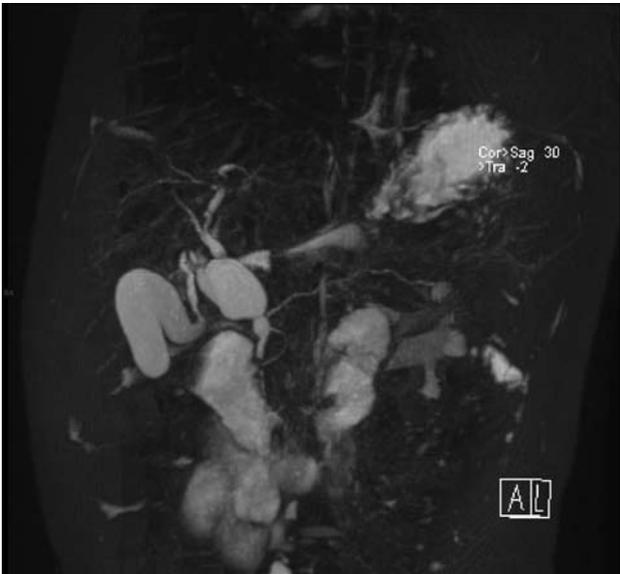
Colangio RM, T2, volumen 3D del árbol biliar muestra vesícula elongada, quiste de colédoco, vía biliar distal y ductos pancreáticos normales.
